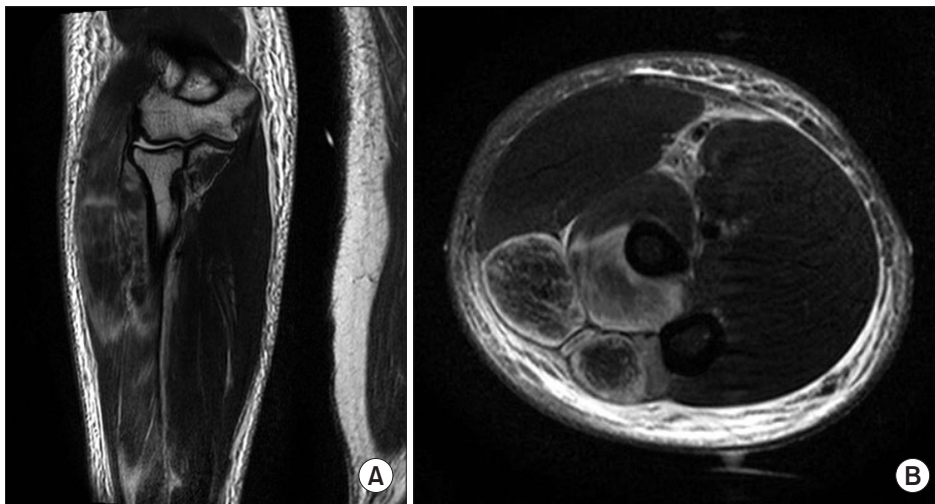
(A) Coronal T2-weighted image showing high signal intensity in brachioradialis, extensor carpi radialis longus and brevis. (B) Sagittal T2-weighted image showing edematous swelling at the posterior aspect of supinator, anconeus, extensor carpi ulnaris, extensor digitorum, extensor carpi radialis longus and brevis muscles.
